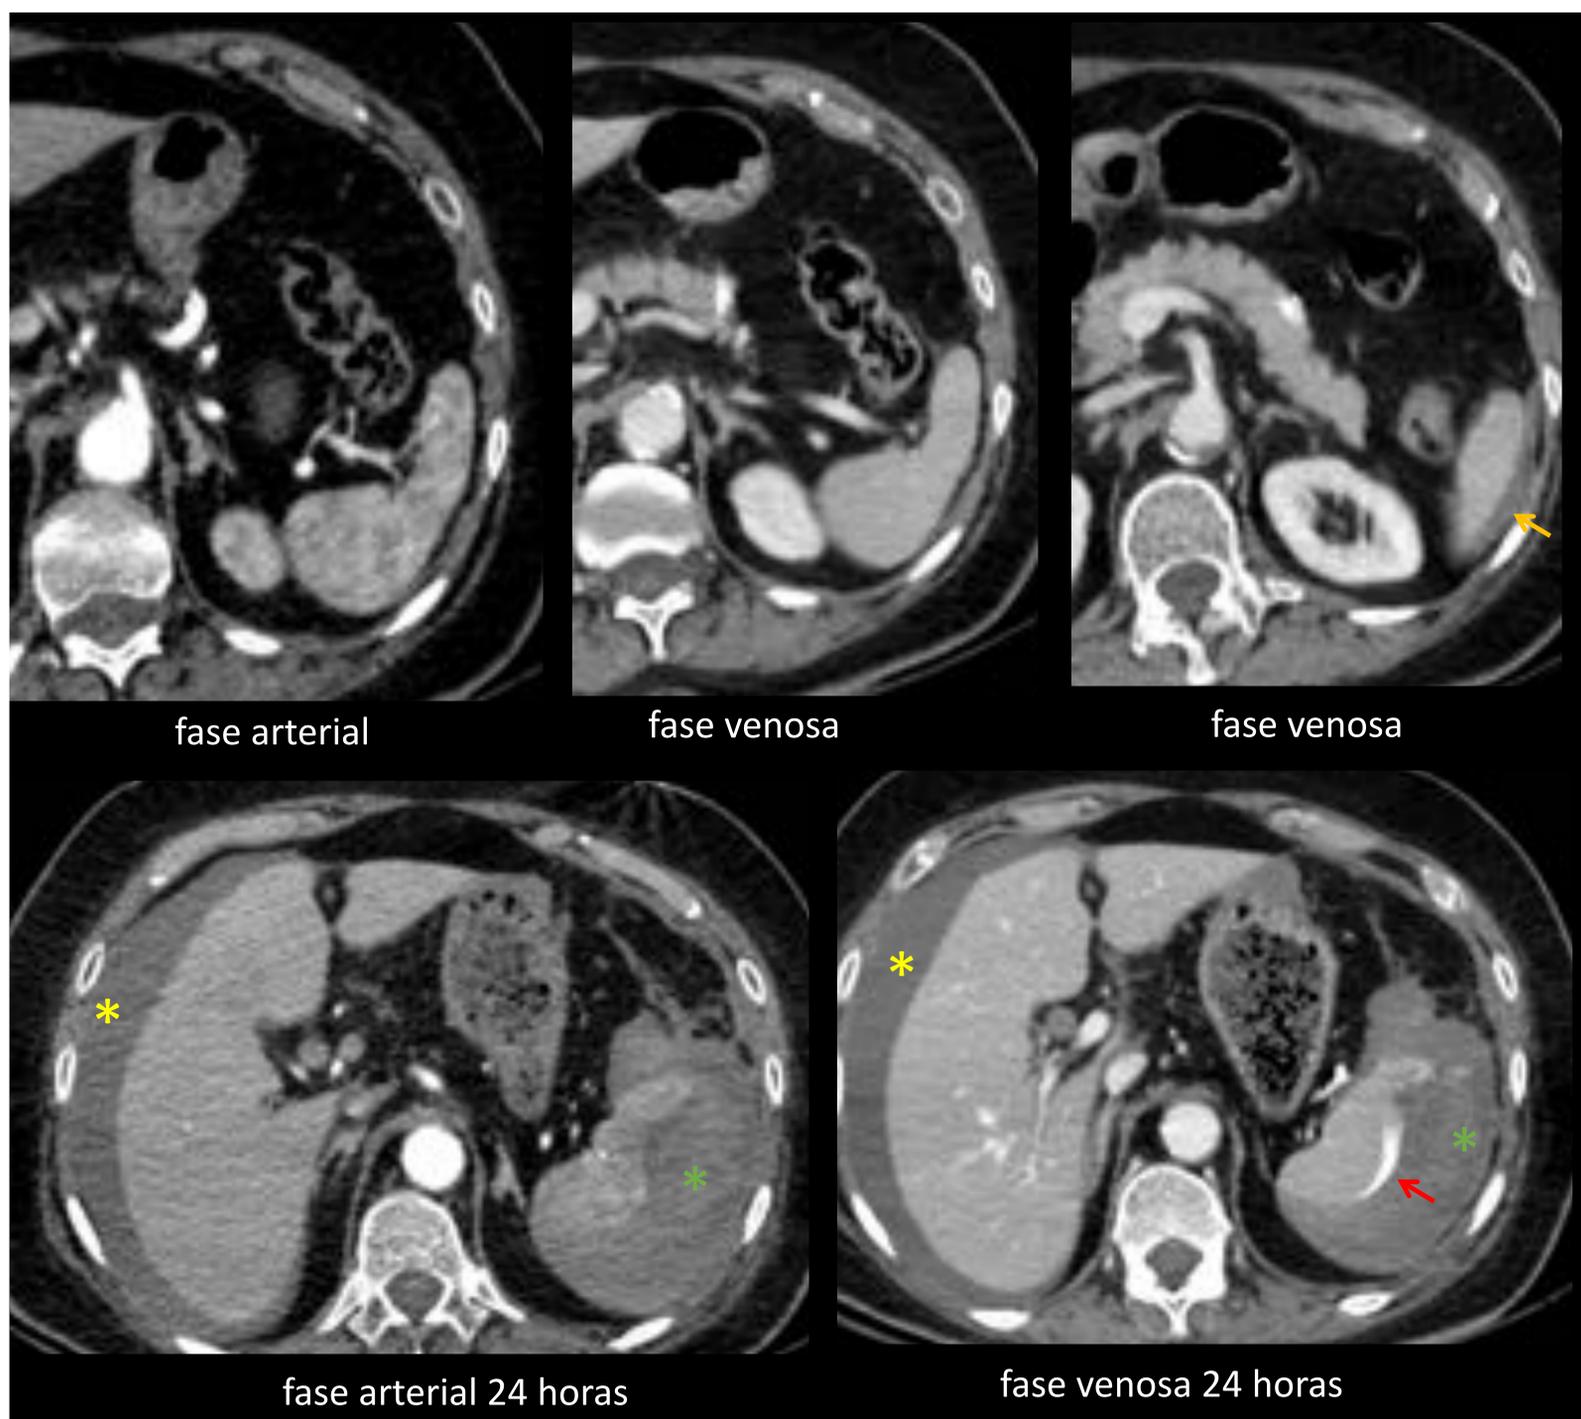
Paciente politraumatizada que presenta un bazo sin lesiones graves en el TC realizado en urgencias, únicamente existe un pequeño hematoma subcapsular (→), grado I de la AAST. A las 24h se inestabiliza y se repite la TC multifásica, observando una rotura diferida del bazo con sangrado activo al peritoneo (→), hematoma subcapsular (*) y hemoperitoneo (*).
